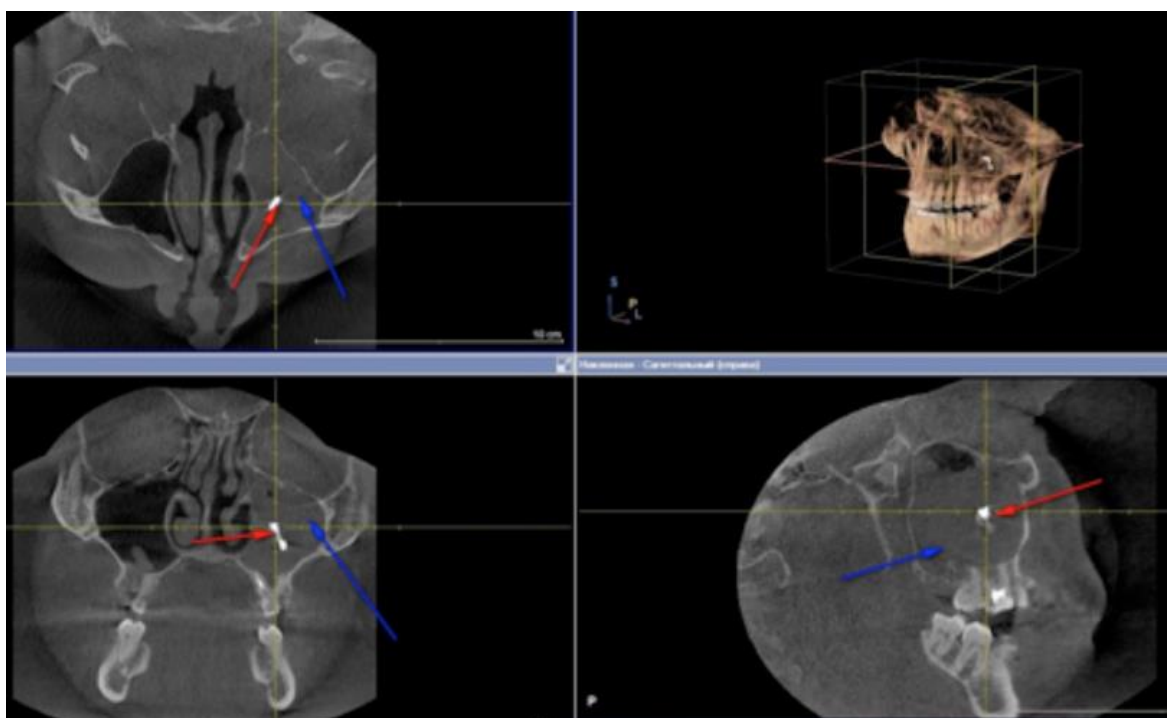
КТ придаточных пазух носа: хронический одонтогенный верхнечелюстной синусит слева, инородное тело (пломбировочный материал) в полости пазухи
